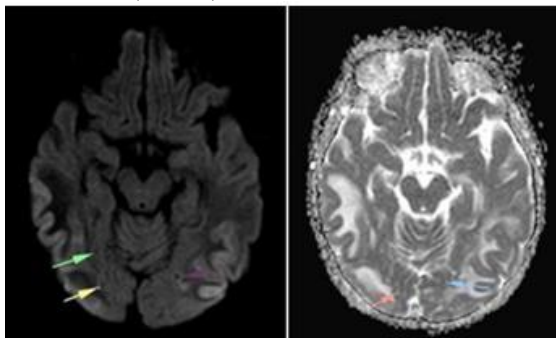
Brain MRI. Axial DWI sequence showing microhemorrhage in the bilateral occipital lobes (arrow).
